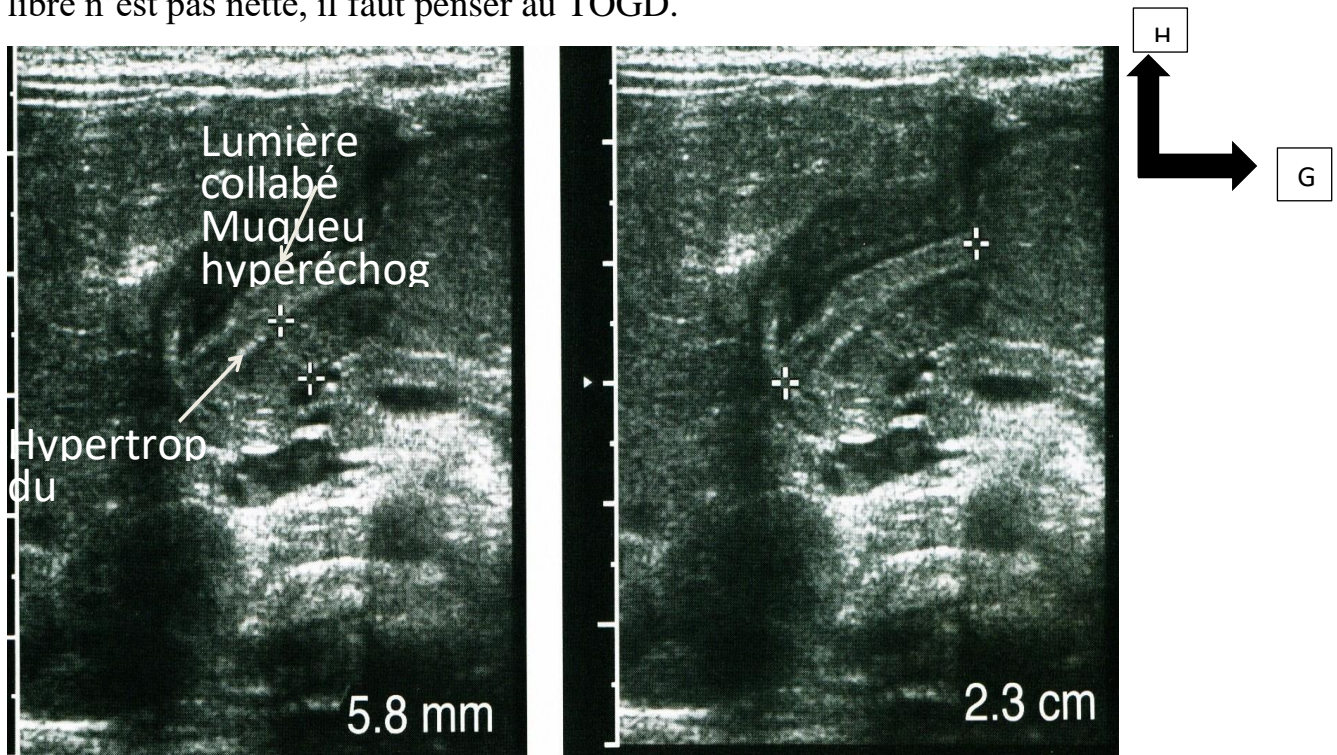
Sténose du pylore à échographie.
